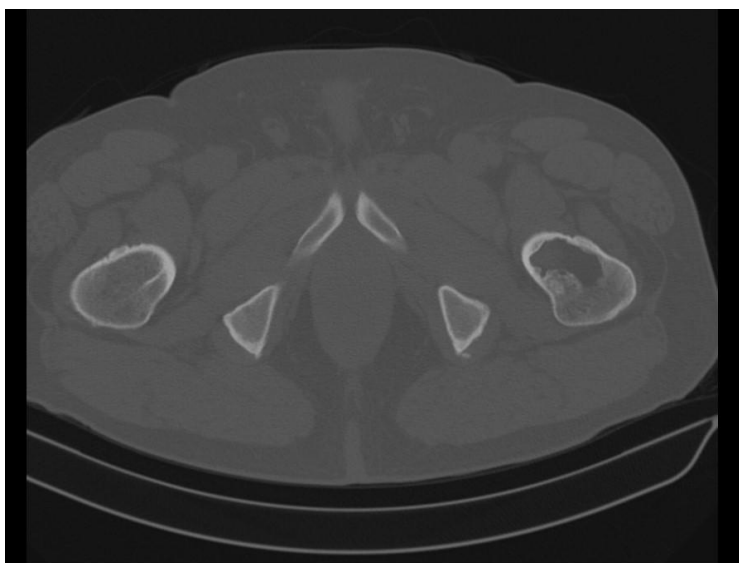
Imagen de TAC en proyección axial, imagen lítica, bordes bien delimitados.
